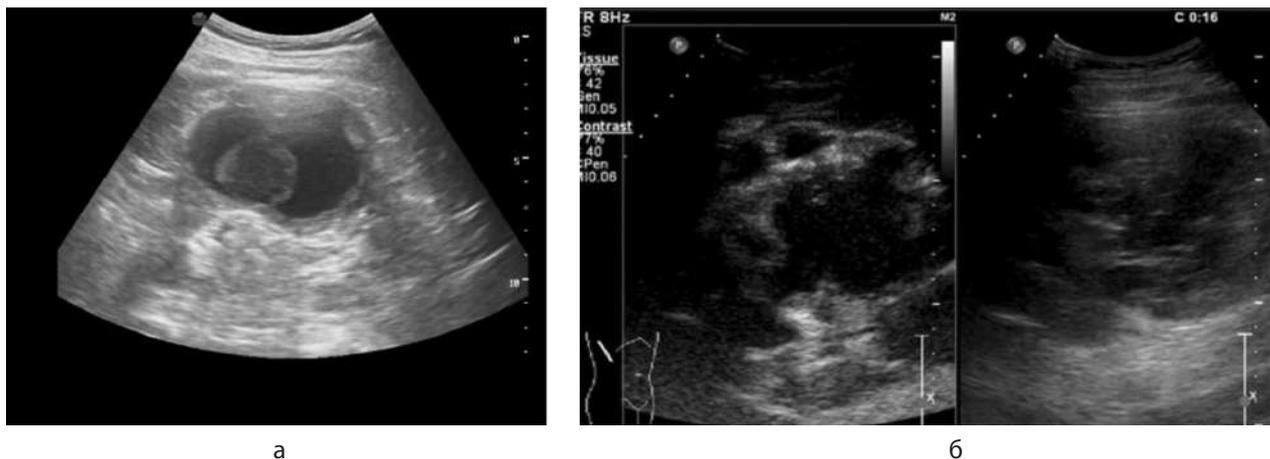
Сложные кистозные образования почки: а – серошкальный режим: наличие солидного компонента в образовании. Очень высокая вероятность злокачественного процесса; б – контрастно-усиленное УЗИ: отчетливое контрастное усиление солидного компонента. Категория IV
